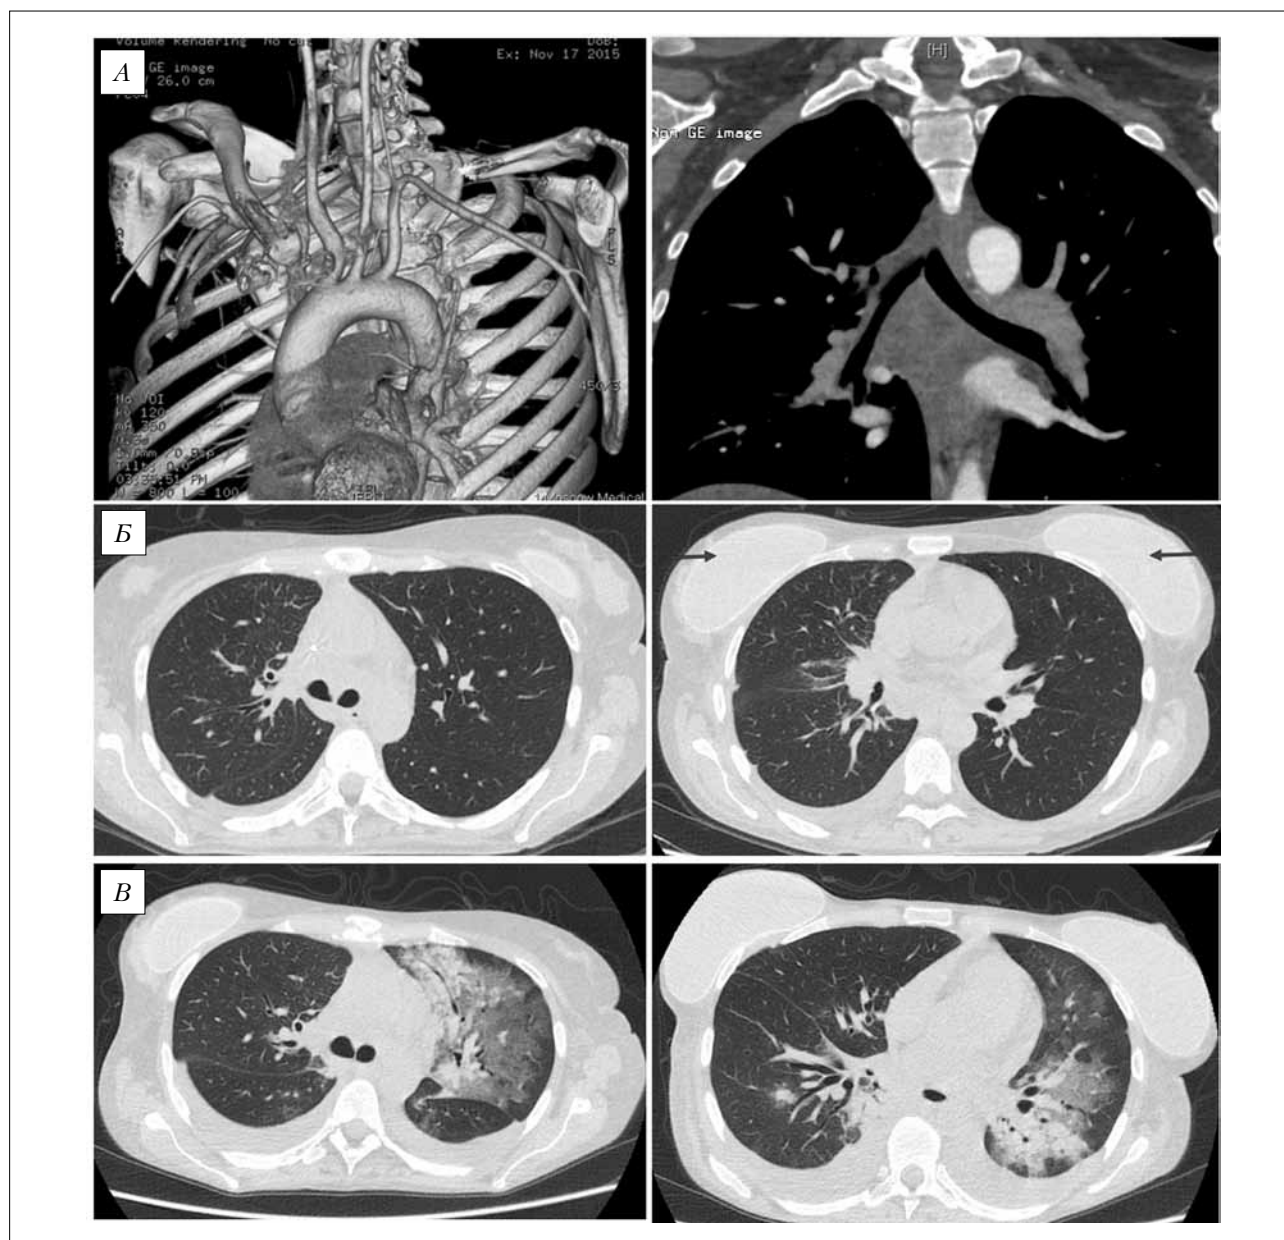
Компьютерные томограммы органов грудной клетки больной Ш. в динамике.
